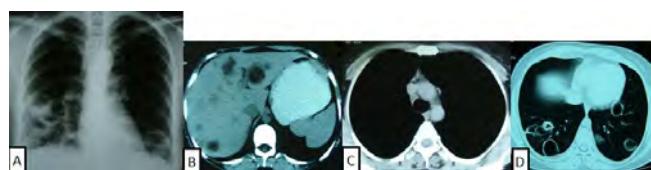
Three month later; P-A chest graph showing perforated multiple cysts at bilateral lower lung fields(A); Mediastinal window of computerized tomography (CT) showing regression in diameter and activity of liver cysts(B); Mediastinal window of CT disappearing cystic lesion that previously presented near the arcus aorta(C); Parenchymal window of CT showing that some cysts were stable and others perforated(D)
